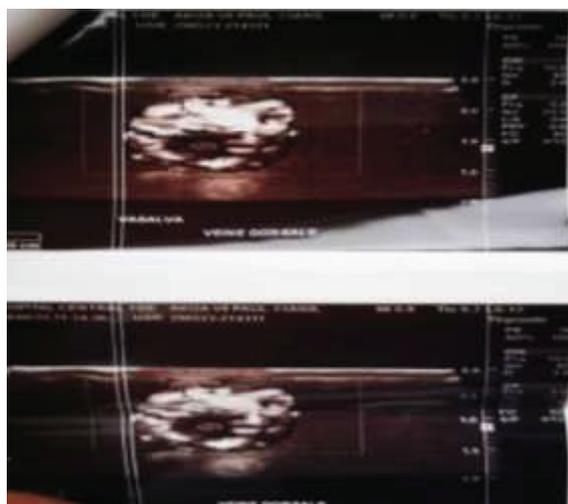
image du doppler du pénis montrant les micro-calcifications des corps caverneux.
